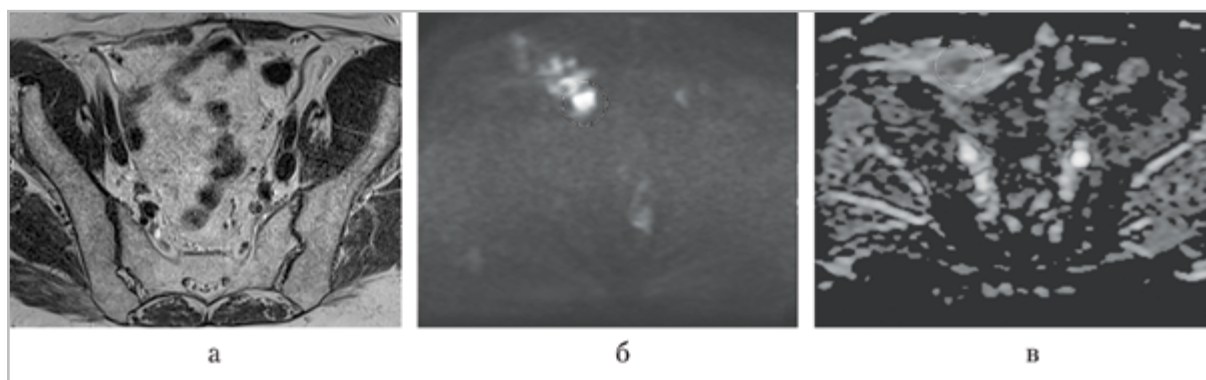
МР-томограммы малого таза. ЛО случай по результатам МРТ по стандартному протоколу, ИП — по данным ДВИ. На Т2-ВИ дополнительные образования в полости малого таза не определяются (а); на ДВИ по ходу тазовой брюшины справа отмечается участок высокоинтенсивного МР-сигнала (б); на картах ИКД данный участок имеет сигнал сниженной интенсивности, соответствующий опухолевой ткани (в)
